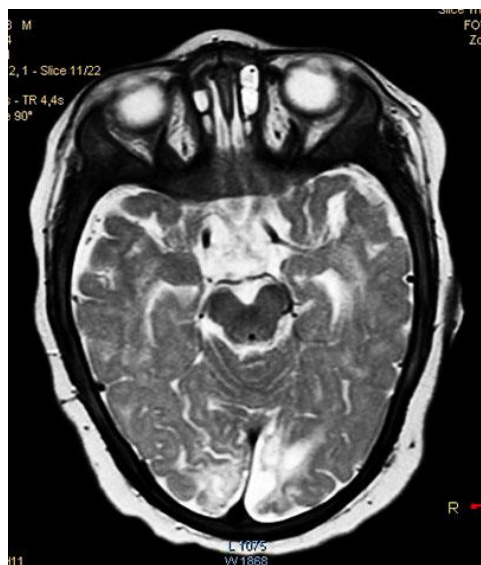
Клинический случай 4. МРТ головного мозга у ребенка 1 г 4 мес. Т-2 взвешенное изображение, на котором видна выраженная атрофия коры обеих затылочных долей (больше слева).
